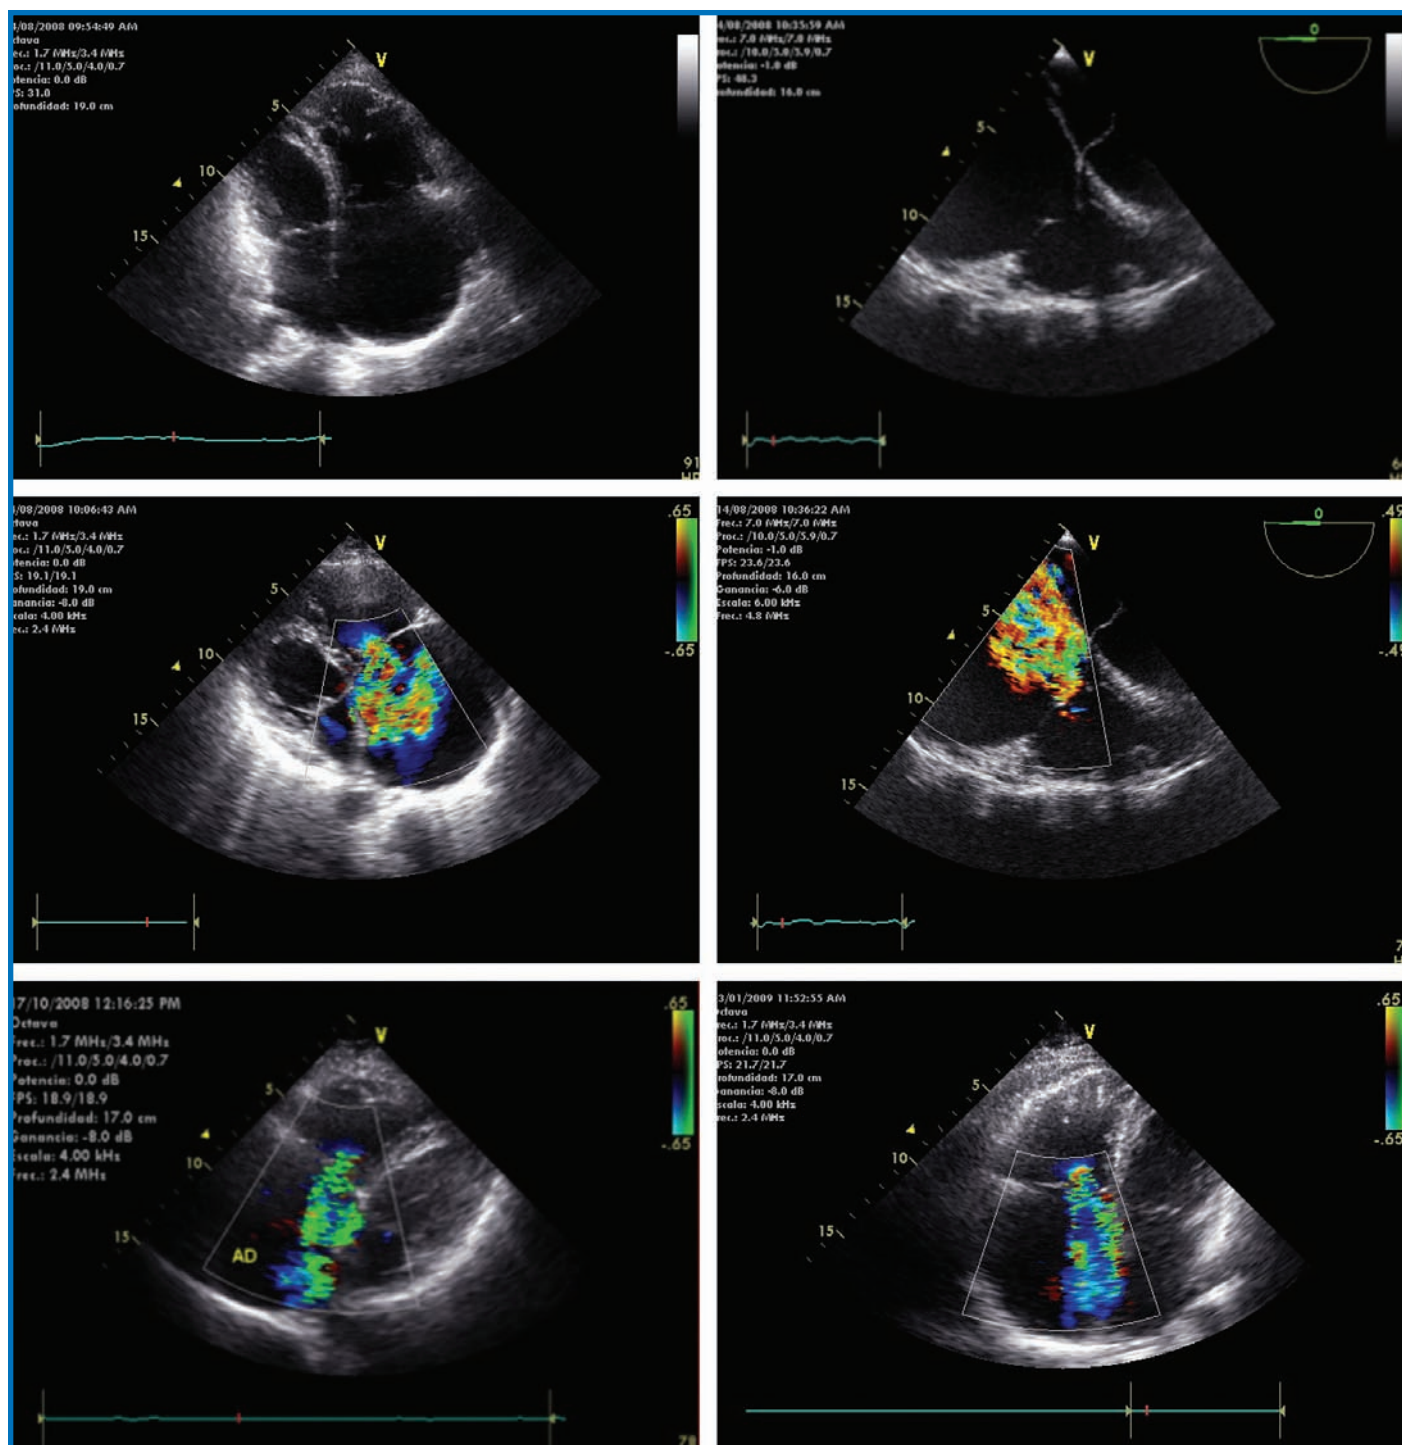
Columna izquierda, ecocardiografía transtóraca; derecha, transesofágica. Se observa la dilatación marcada de cámaras derechas y mediante doppler codificado a color, IT severa, preoperatoria. Las 2 imágenes inferiores son postoperatorias y transtóracas.
